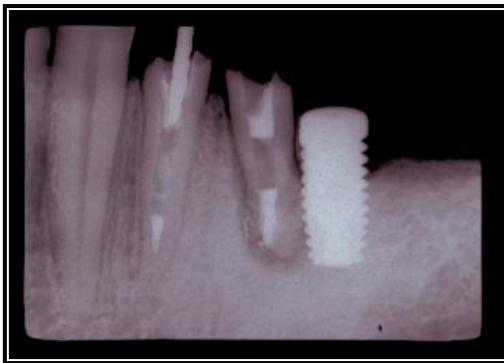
Periapical do implante instalado antes da exodontia do dente 35
